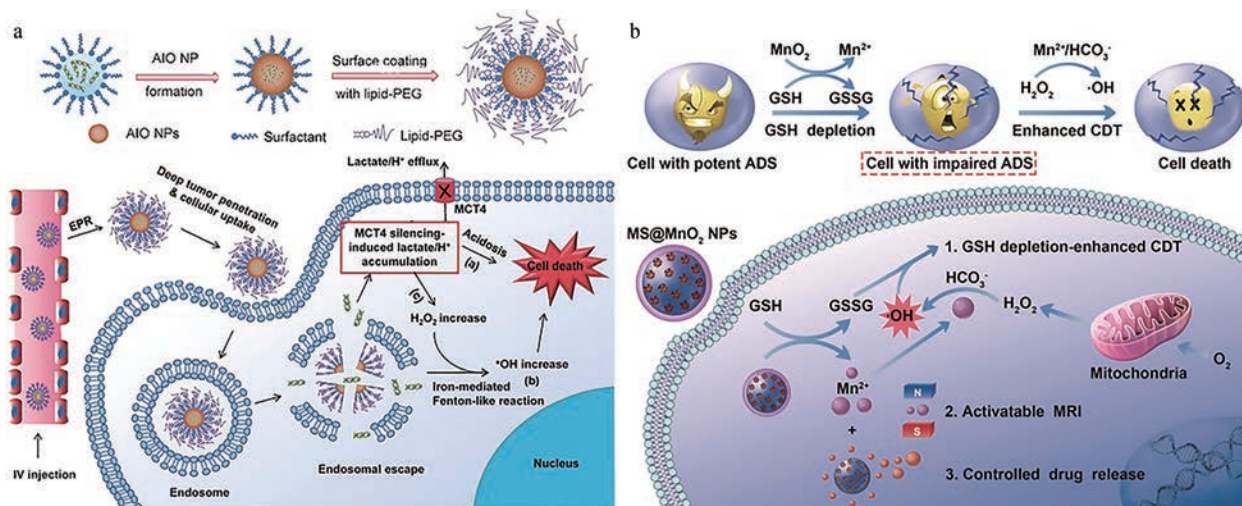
a: The scheme of the mechanism of effect of AIO RNAi. (Adapted from Ref. 30 with permission. Copyright © 2017 Wiley); b: The scheme of the mechanism of effect of MS@MnO₂. (Adapted from Ref. 32 with permission. Copyright © 2018 Wiley). AIO: Amorphous iron oxide; EPR: Enhanced permeability and retention effect; ADS: Antioxidant defense system; GSSG: Glutathione disulfide; MRI: Nuclear magnetic resonance imaging
